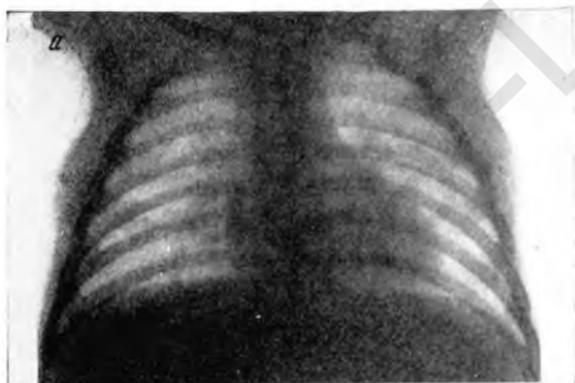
Рентгенограммы Наташи К.
